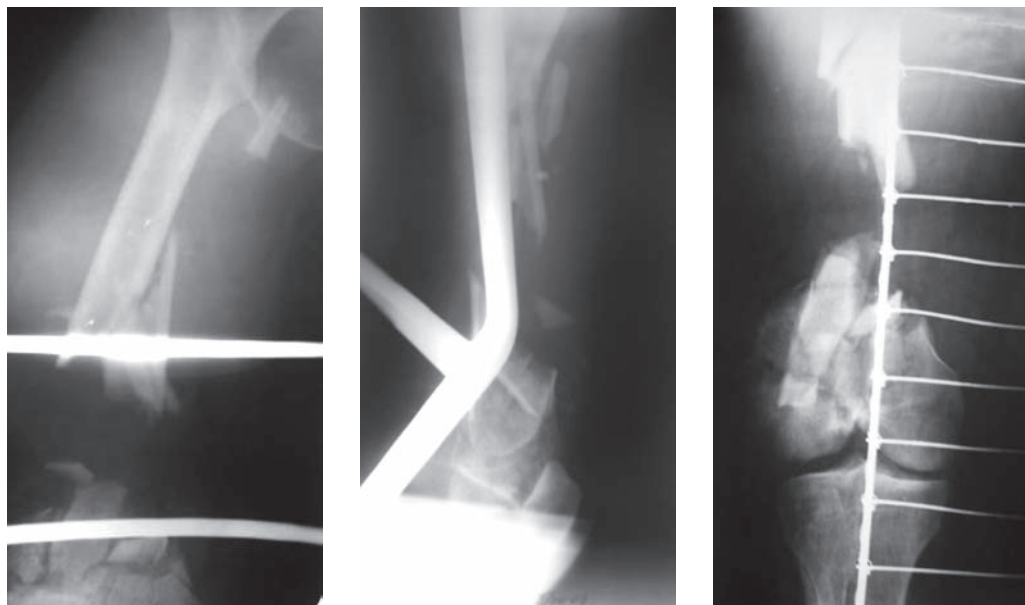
Рентгеновские снимки больного П., 26 лет, при поступлении. Видны множественные многооскольчатые переломы правого бедра. Определяется большой (более 10 см) дефект бедренной кости, а также угловая деформация отломков.
